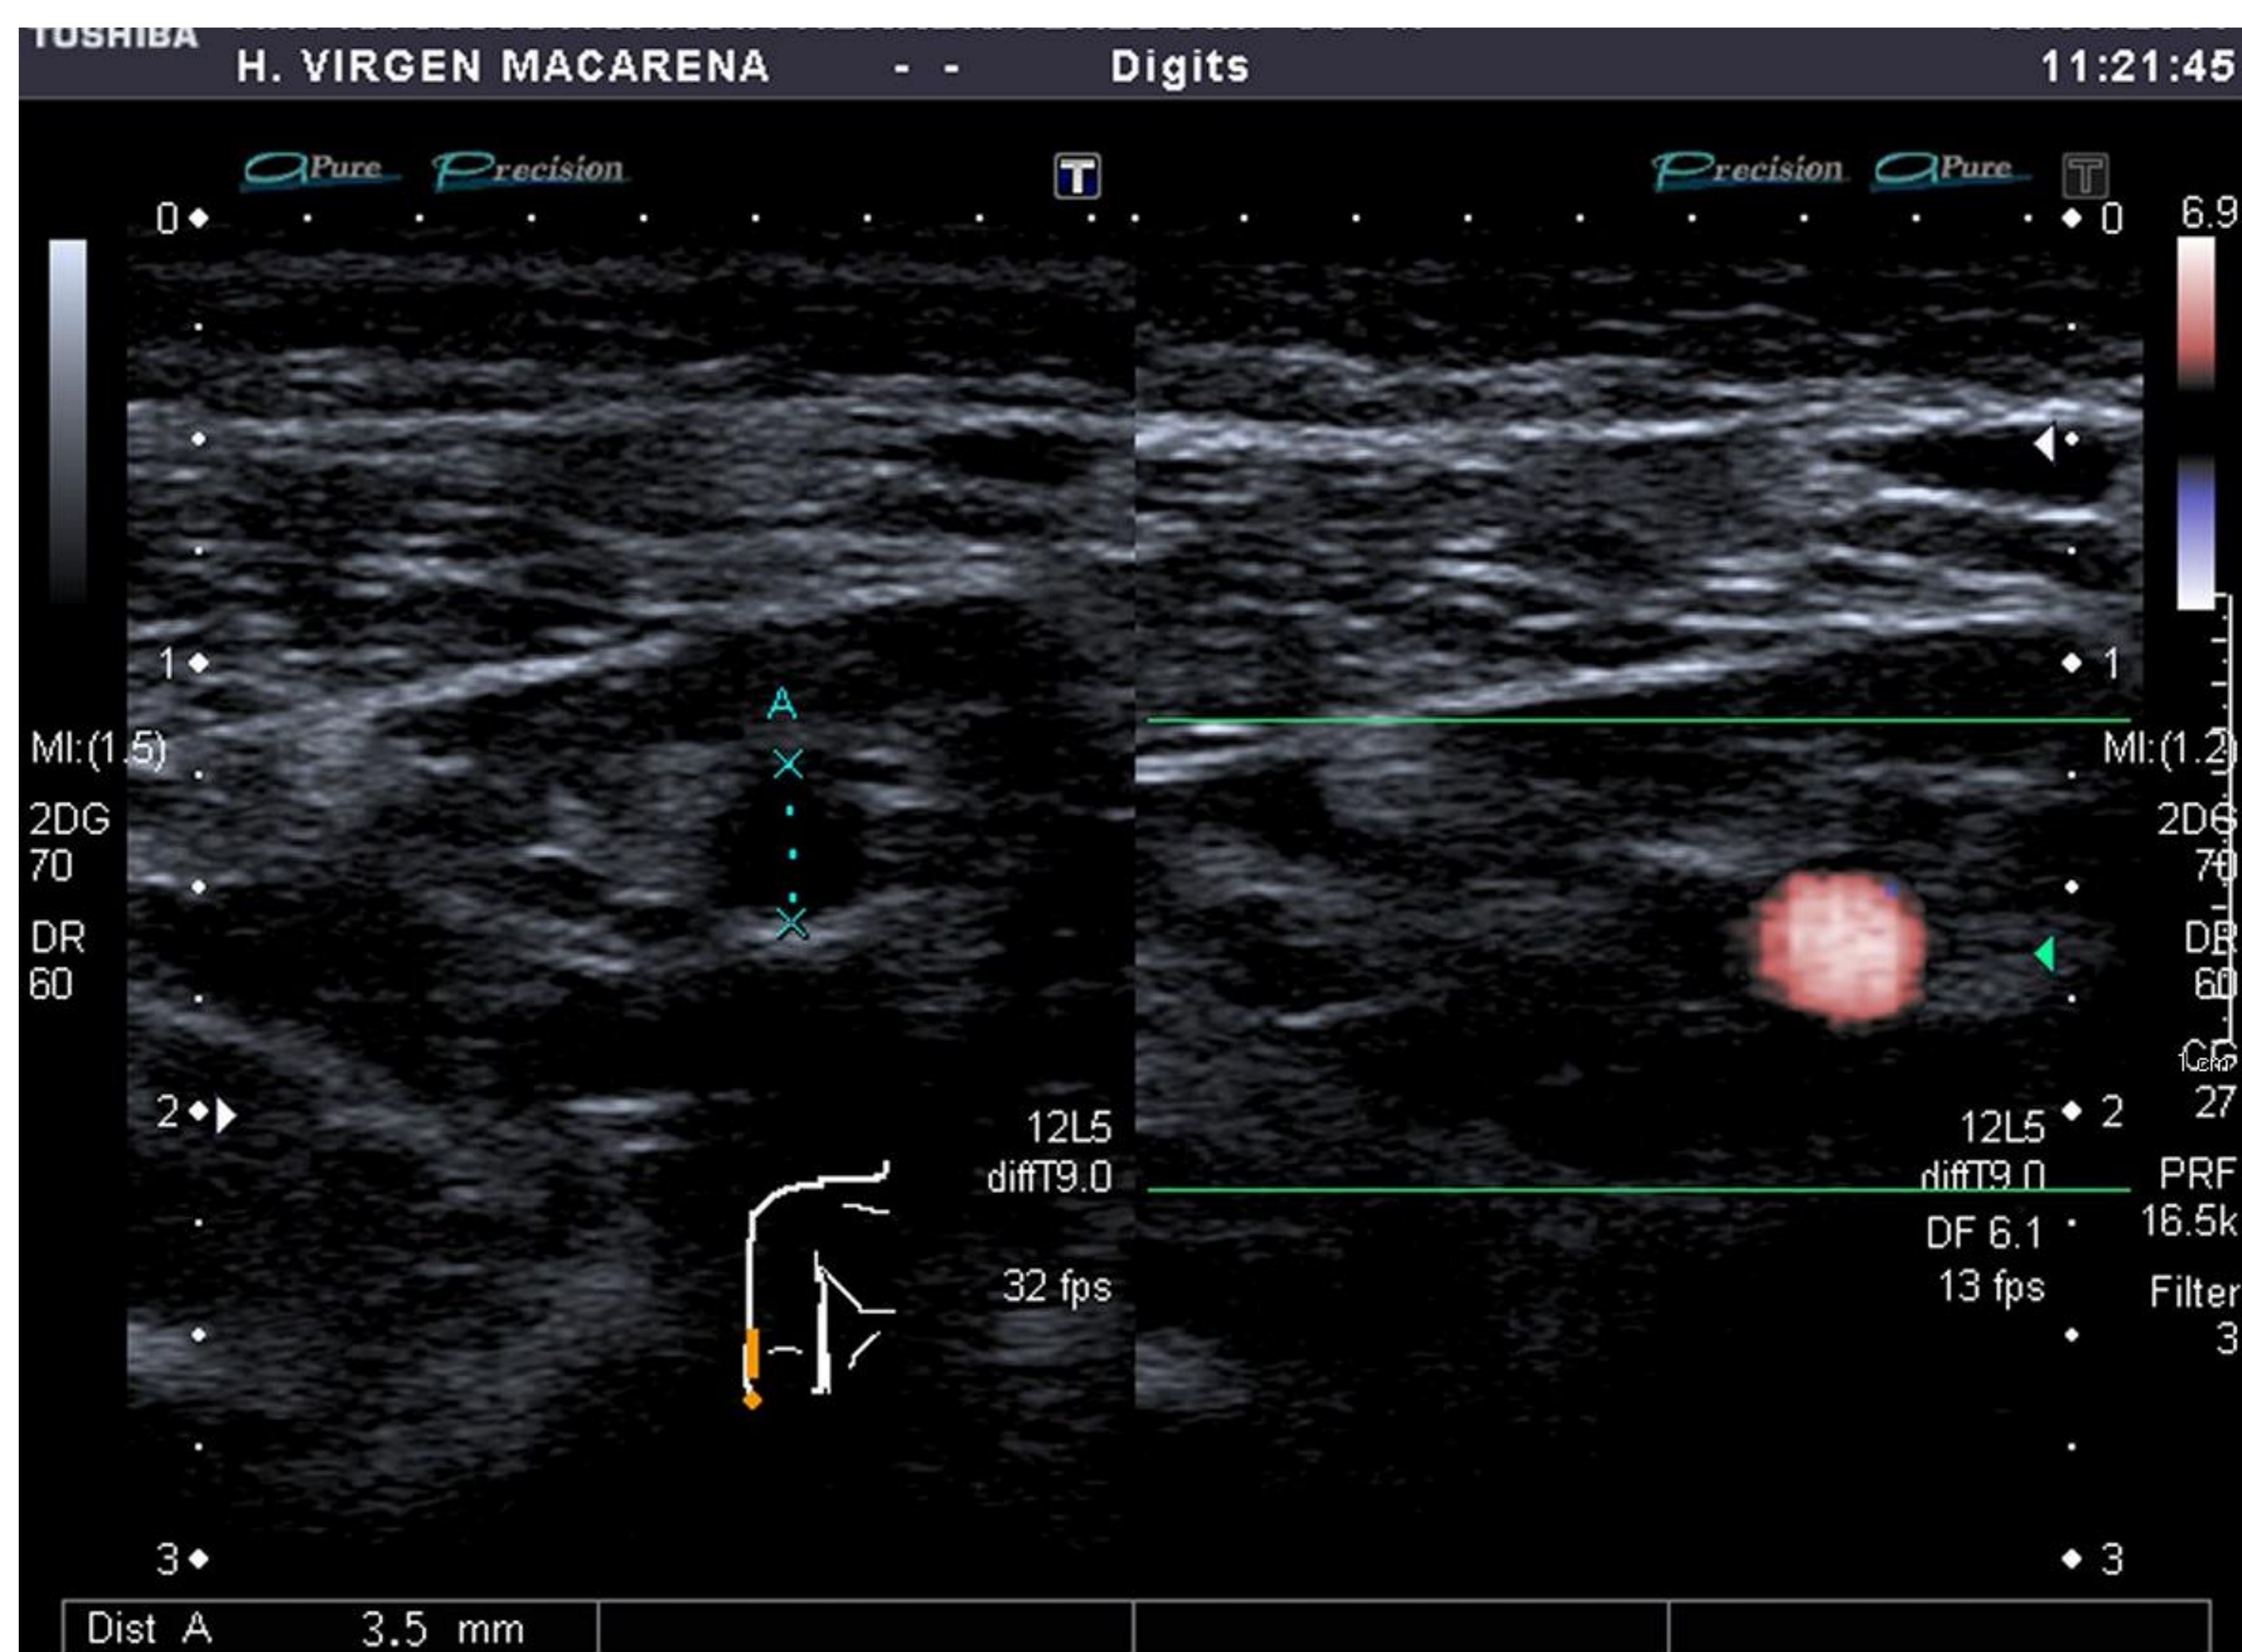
Imagen ecografía en modo B. Diámetro de arteria radial cefálica (3,5 mm).
